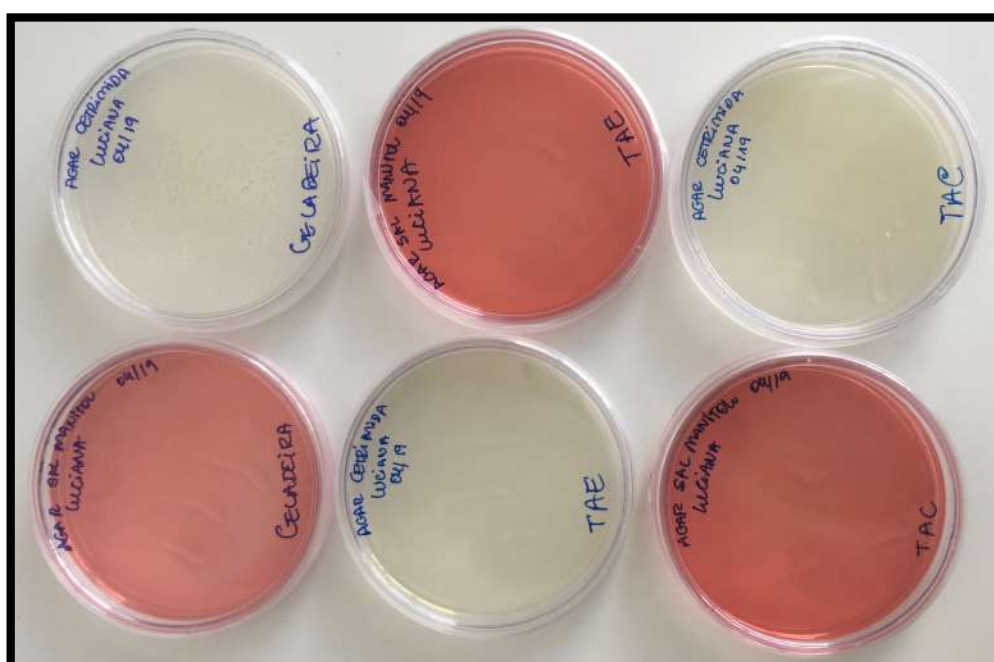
Controle microbiológico tempo 60 (Geladeira, TAE e TAC) – ágar Cetrimida e Sal Manitol.
